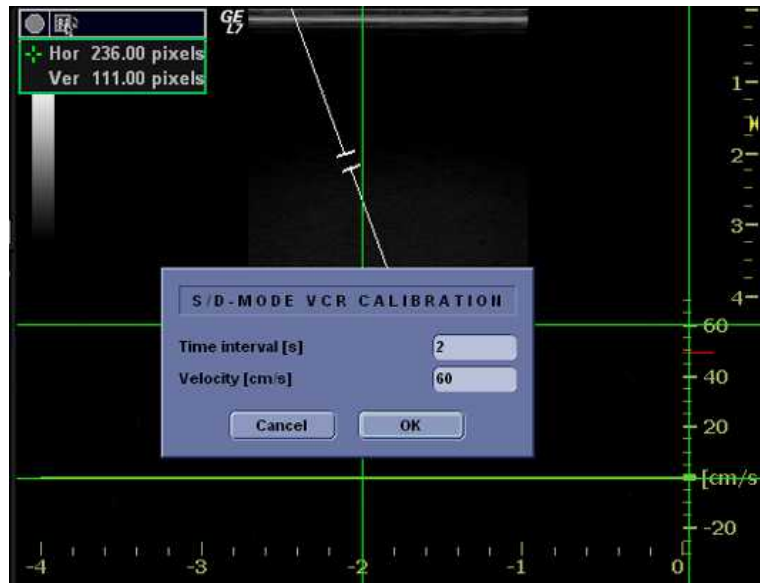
Calibration Magnétoscope en mode Doppler
